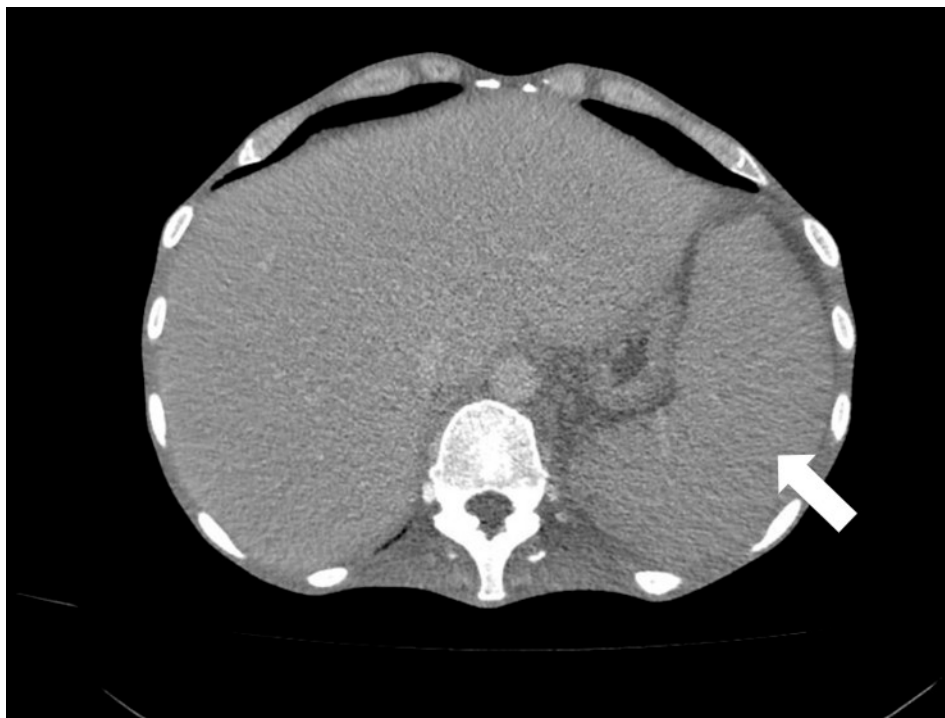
Abdominal computed tomography showing splenomegaly in the course of progressive disseminated mycobacterial infection and generalized subcutaneous tissue wasting
